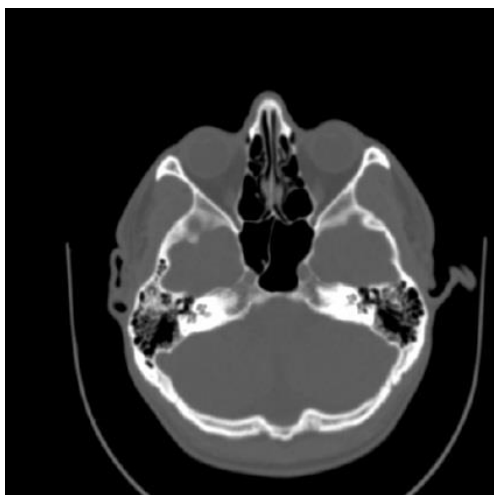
Пролабирование канала ВСА в полость клиновидной пазухи – на треть диаметра канала (аксиальная проекция КТ)
